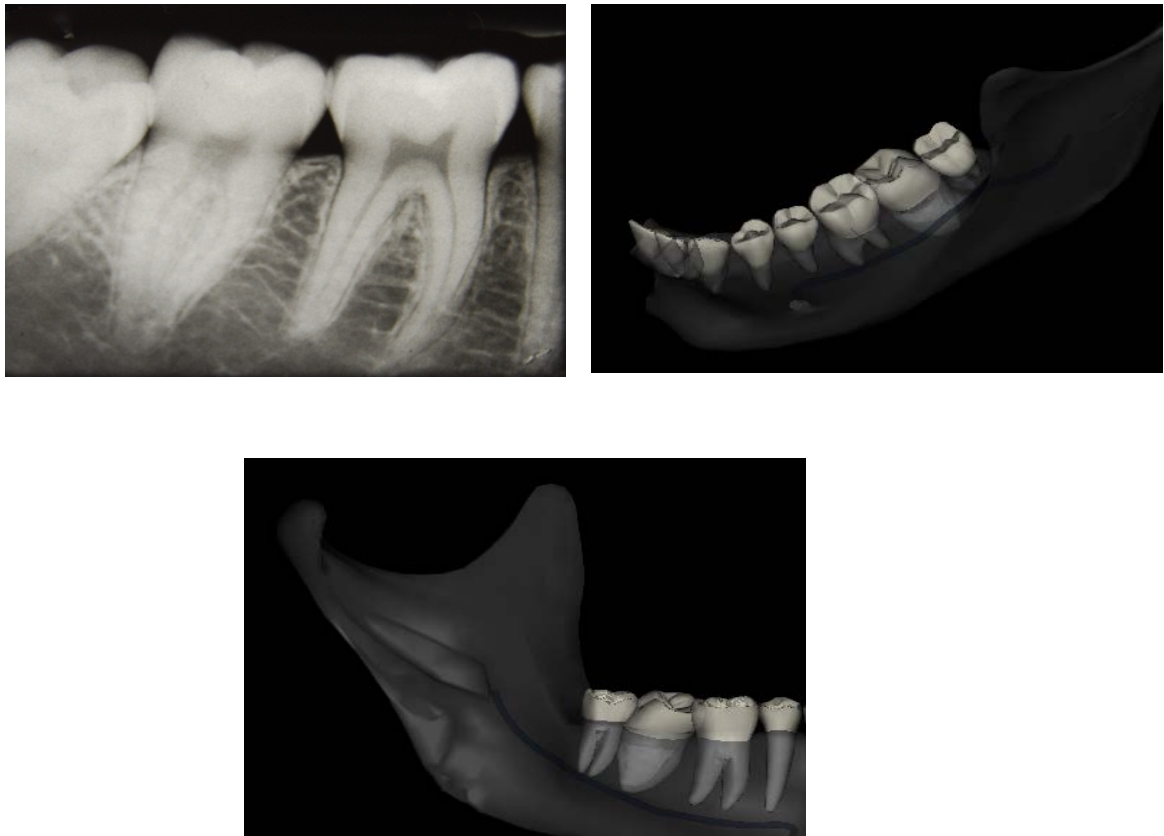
Radiografía donde se observa un 2º molar con macrodoncia, y fotos en diferentes ángulos y vistas del modelo 3D.
